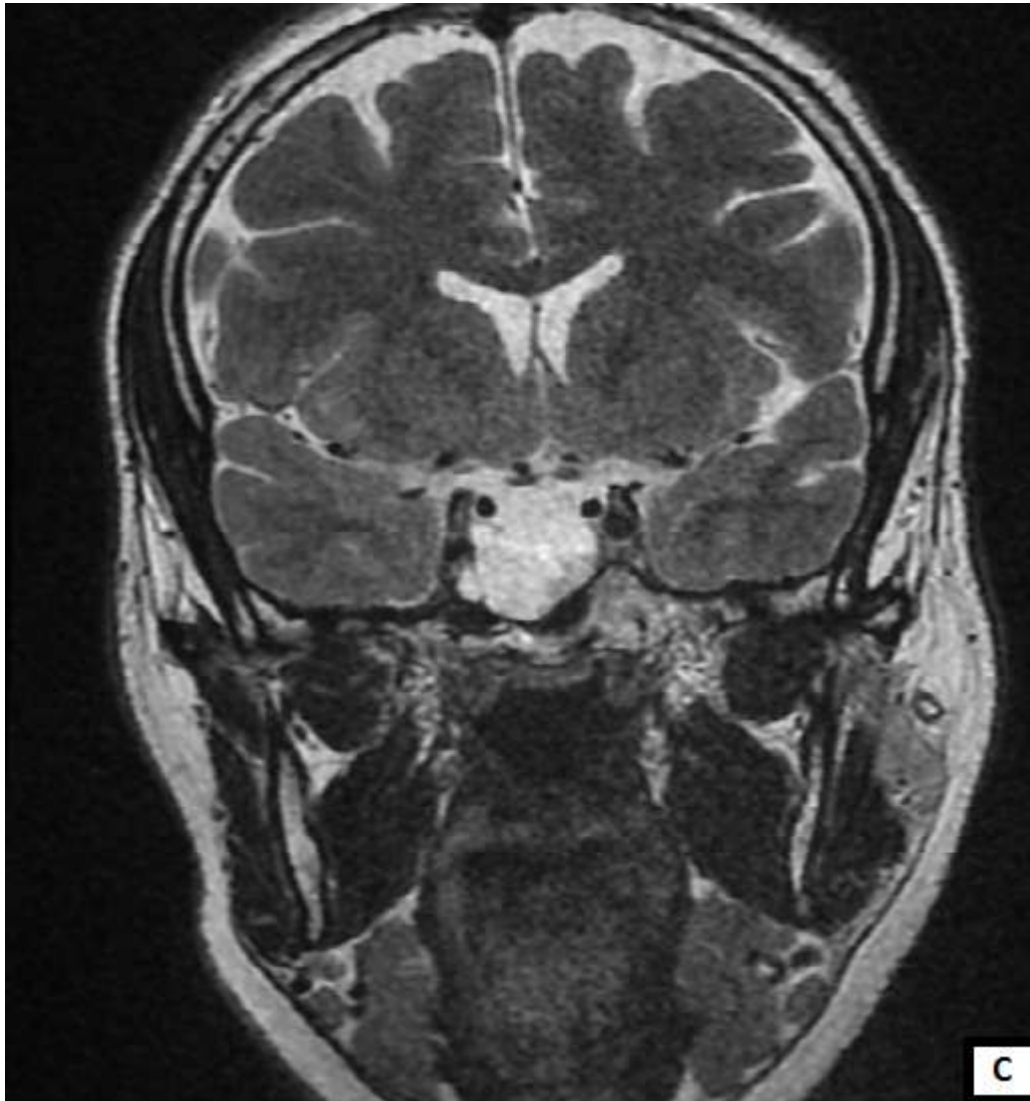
IRM hypophysaire en coupes sagittale T1 avec gadolinium (A et B), et coronale T2 (C) du même patient que les figures 17 et 18 (Patient 8) montrant une nette réduction du volume tumoral après un an (A) et 5 ans (B) et (C) du traitement médical.
